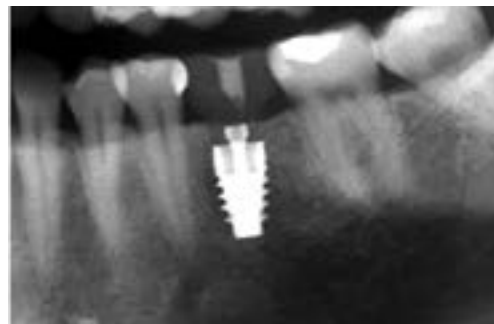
Рентгенограмма после фиксации непосредственного имплантационного полимерного протеза
